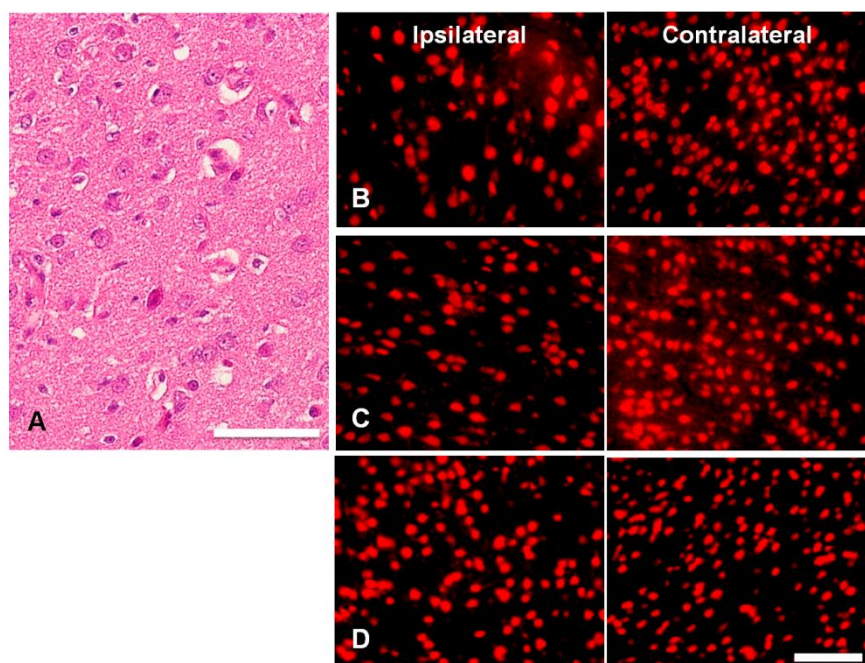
に病側および健側の脳梗塞周囲皮質の組織所見を示す。ヘマトキシリンエオジン染色では、control 群で、脳梗塞周囲皮質における神経細胞が数多く障害されていることが示されている。脳梗塞作成後 6 日目における NeuN 陽性細胞数の患側/健側比は  $79.9 \pm 7.3\%$  だった。この結果は <sup>123</sup>I-IMZ SPECT の結果とよく相関していた。
